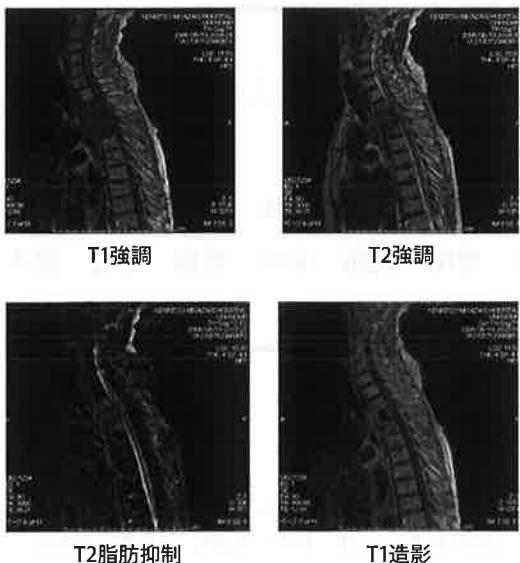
・図4 当院初診時のMRI Th2から4は、T1で低信号、T2脂肪抑制で高信号である。造影で造影効果を認めるが、Th3には造影効果を有さない領域も認める。椎体前面に軟部腫瘍も存在する。
